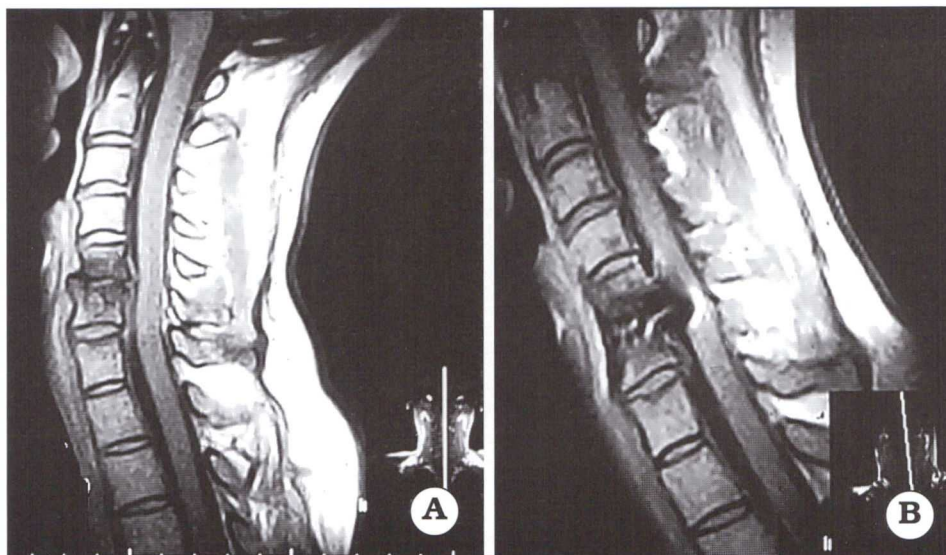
Caso 2. A. IRM sagital preoperatoria que muestra una hernia dura C5-6. B. IRM sagital postoperatoria que muestra el canal ocupado.
